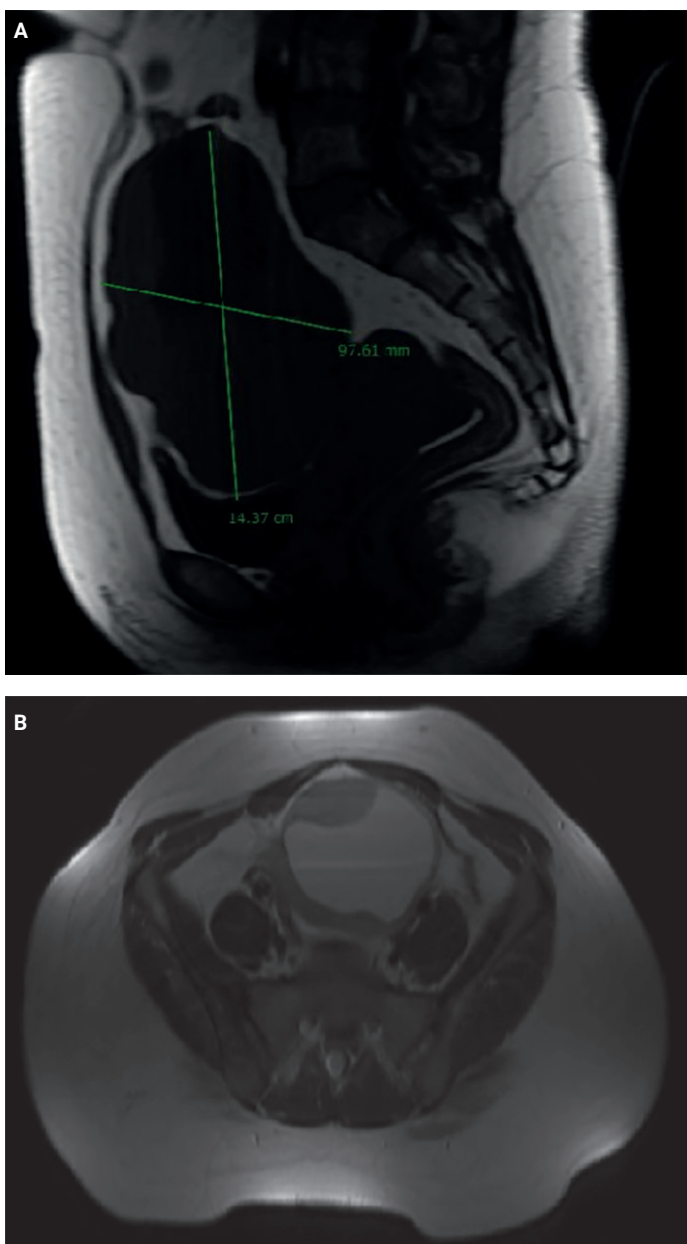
Estudio mediante RMN. A) Corte sagital potenciado en T1. B) Corte axial potenciado en T2. Se aprecia pelvis ocupada por tumoración de 14x9.7 cm de naturaleza mixta, solidoquística, con un mayor componente sólido de intensidad de señal baja en T1 e intermedia con supresión grasa en T2.
